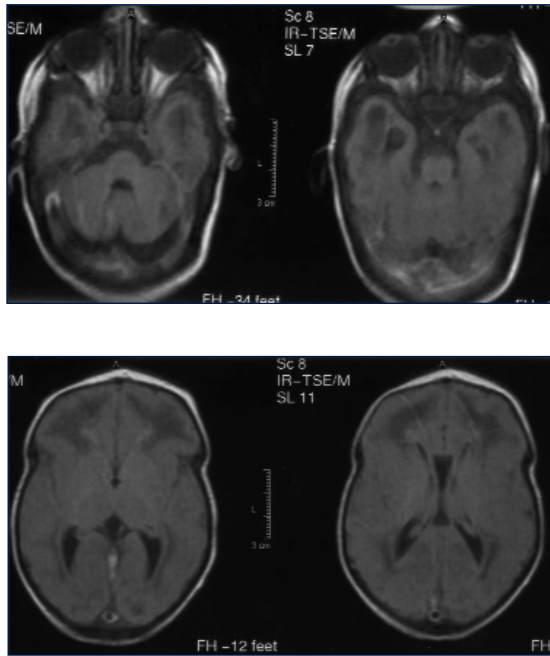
Cortes axiales de RMN en T2, mostrando aumento de señal de sustancia blanca (leucodistrofia)
